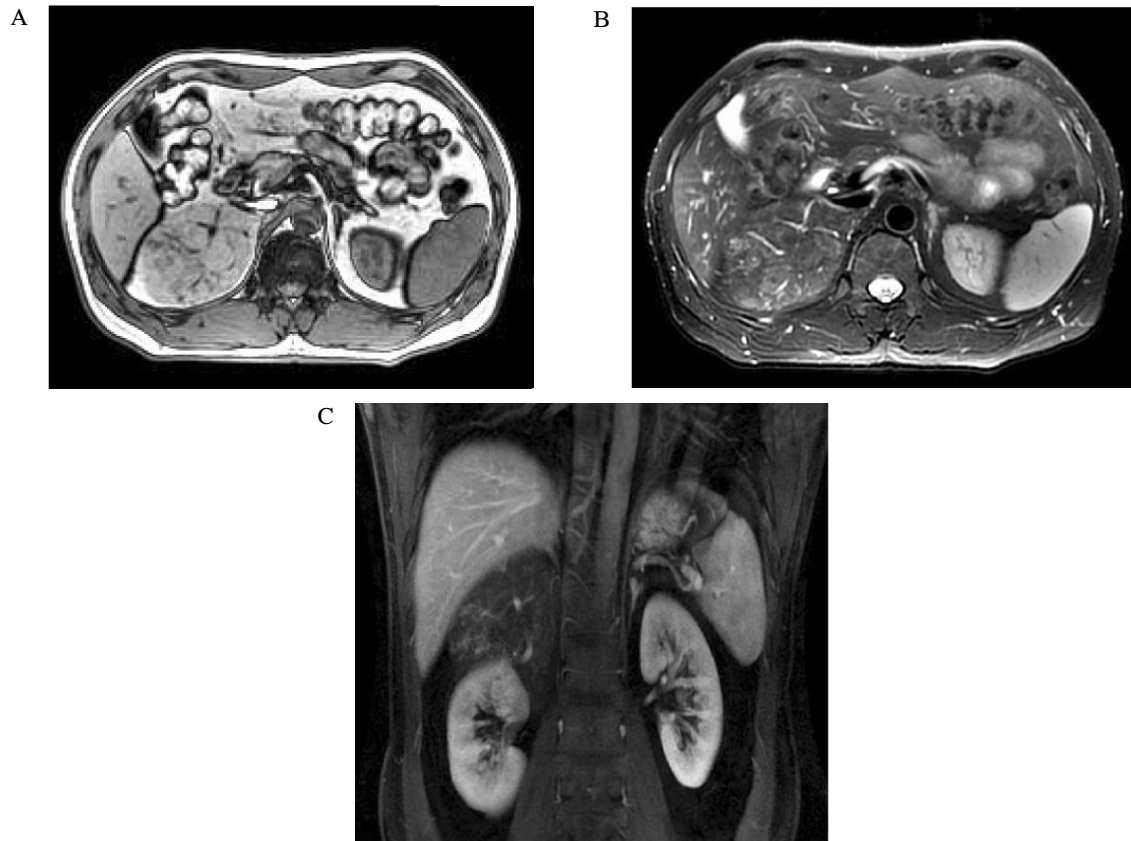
Abdominal MRI scans. A, T1-weighted axial scan reveals a right adrenal mass with high signal intensity. B, Moderate high signal intensity is seen on T2-weighted image. C, The anatomical relationship between the mass and surrounding organs is well shown in coronal scan.
